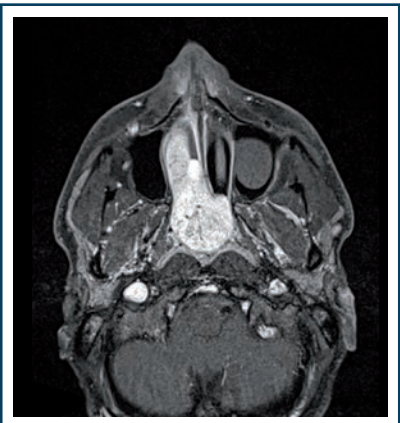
IRM coupe axiale séquence T1 avec rehaussement intense après injection de gadolinium.
